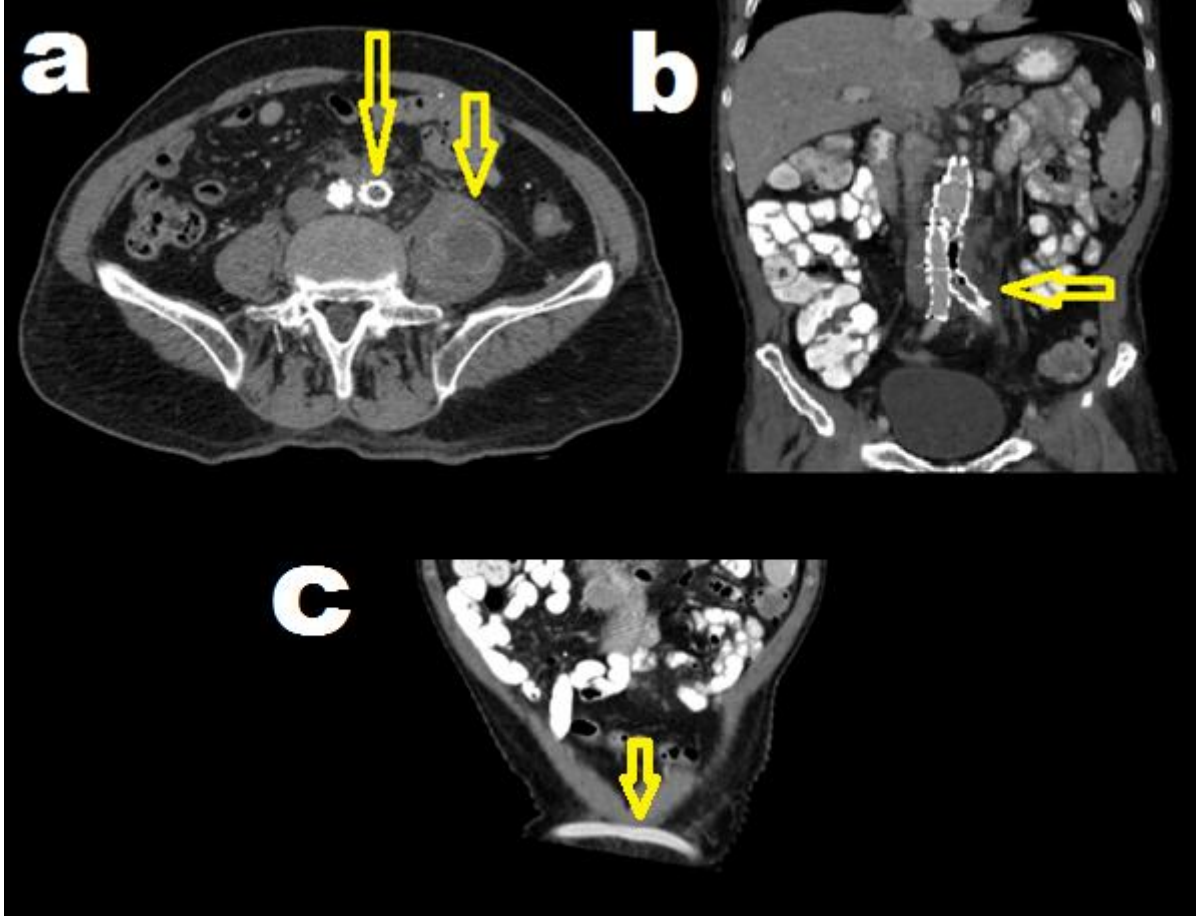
İşlem sonrası 3. ay takip BT-angiografi incelemesinde (a) sagittal ve (b) koronal görüntülerde mikotik anevrizmanın yeniden distalden genişlemesi sonucu tübüler stent greft distalinden tip 1b endoleak (kaçış) ile anevrizma kesesi içerisine dolun izlenmekte(oklar).
